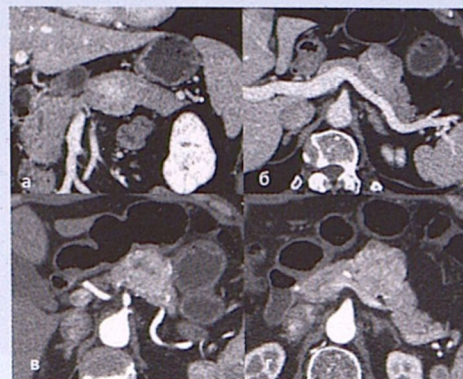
(а-г). Серия МСКТ-томограмм. Гиподенсное образование тела поджелудочной железы с неровными четкими контурами, обильно васкуляризовано в артериальную фазу, без признаков сосудистой инвазии.
